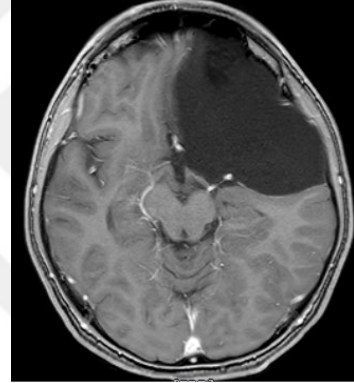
Şekil c: Preop MRG Flair
